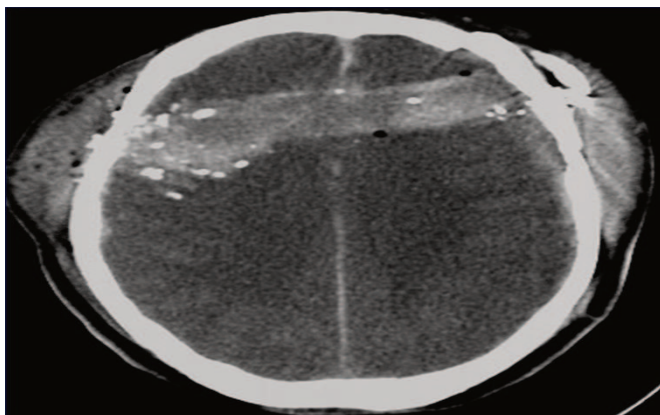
Imagen TAC axial de cráneo: Lesión Transfixiante Frontal de derecha a izquierda asociado a componente hemático.
